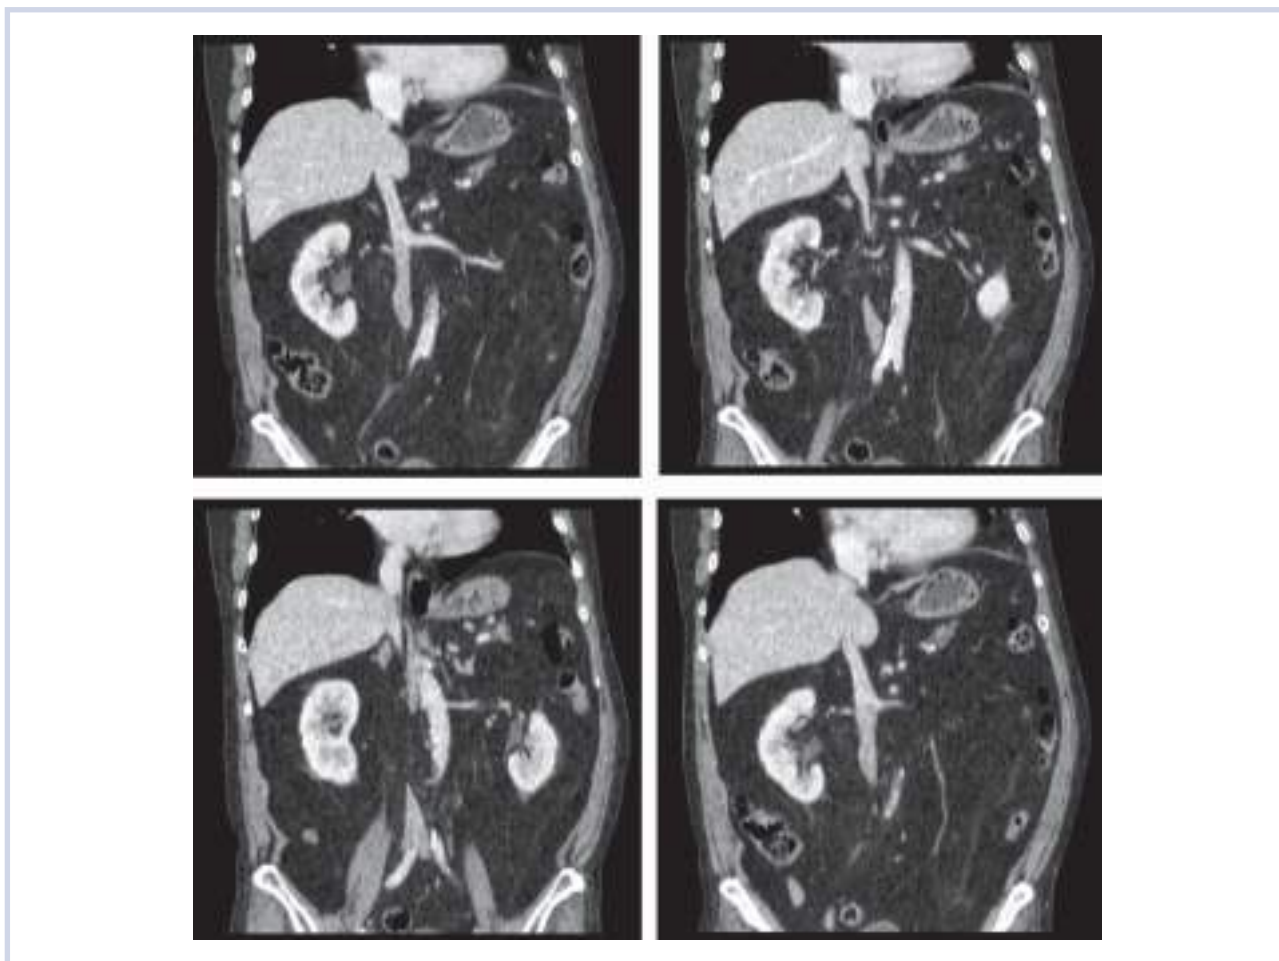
Компьютерная томография с контрастным усилением: признаки метастазов (в региональных лимфатических узлах и отдаленных) не определяются.
